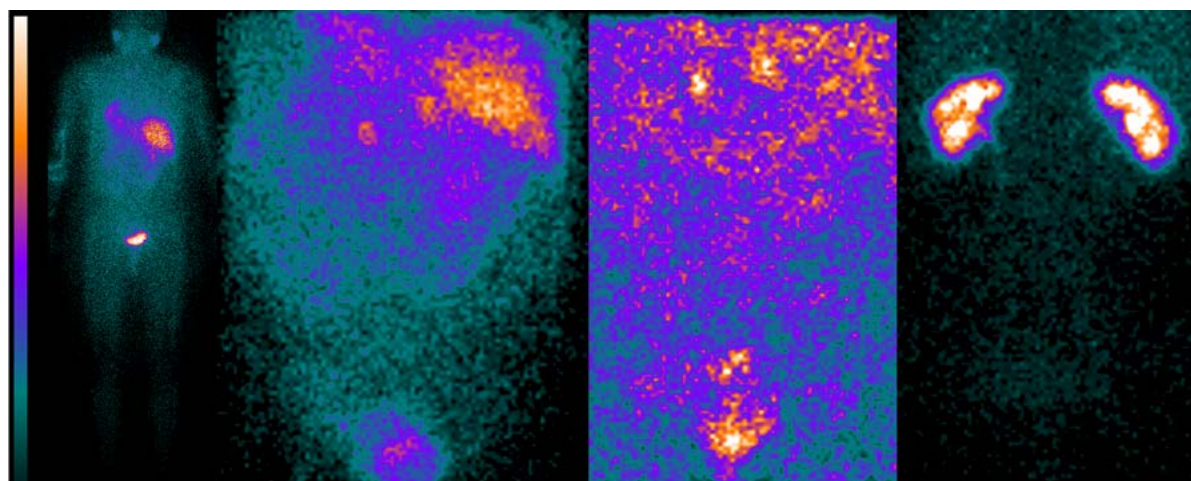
Вариант протокола исследования с  $^{123}\text{I}$ -МИБГ включает сканирование всего тела через 4 ч после введения РФП, прицельную сцинтиграфию через 24 и 48 ч, а также контроль положения почек после завершения последнего исследования с помощью введения РФП  $^{99\text{m}}\text{Tc}$ -ДТПА или  $^{99\text{m}}\text{Tc}$ -МАГЗ активностью 1мКи. У данного пациента выявлены двухсторонние образования надпочечников небольшого размера, продуцирующие катехоламины (стрелки).
